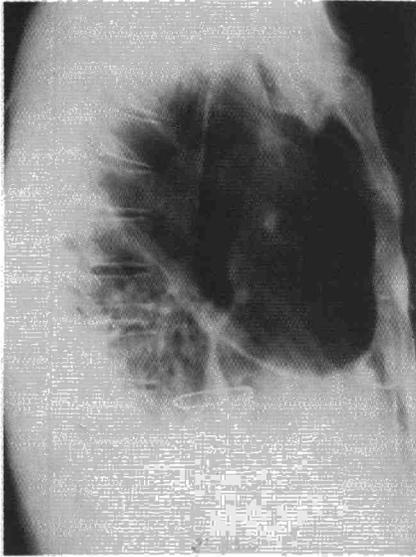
Aspecto del quiste en la radiografía lateral.
